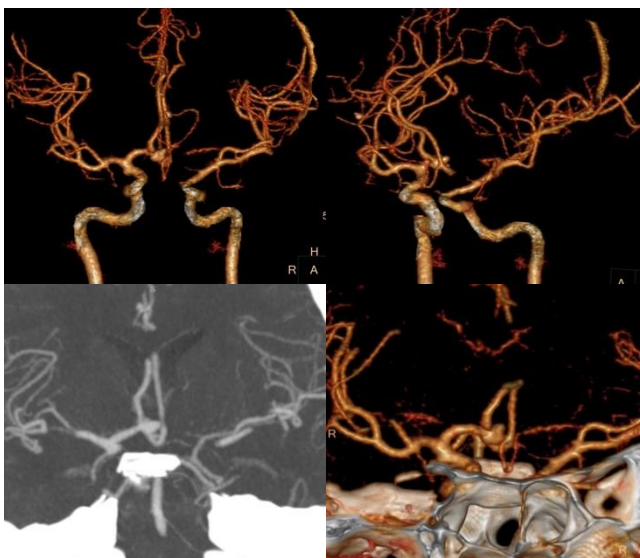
Angio-tomografía computarizada. Hipoplasia del segmento A1 a la izquierda de la arteria cerebral anterior y aneurisma de la arteria comunicante anterior.
